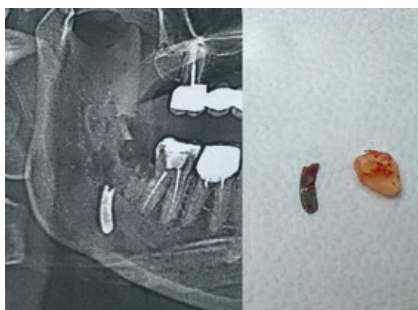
Операция удаления инородного тела нижней челюсти и оставшегося корня третьего моляра: А) создание хирургического доступа; Б) рентгенограмма до операции, извлеченный отломок инструмента (хирургическая гладилка) и корень зуба.
